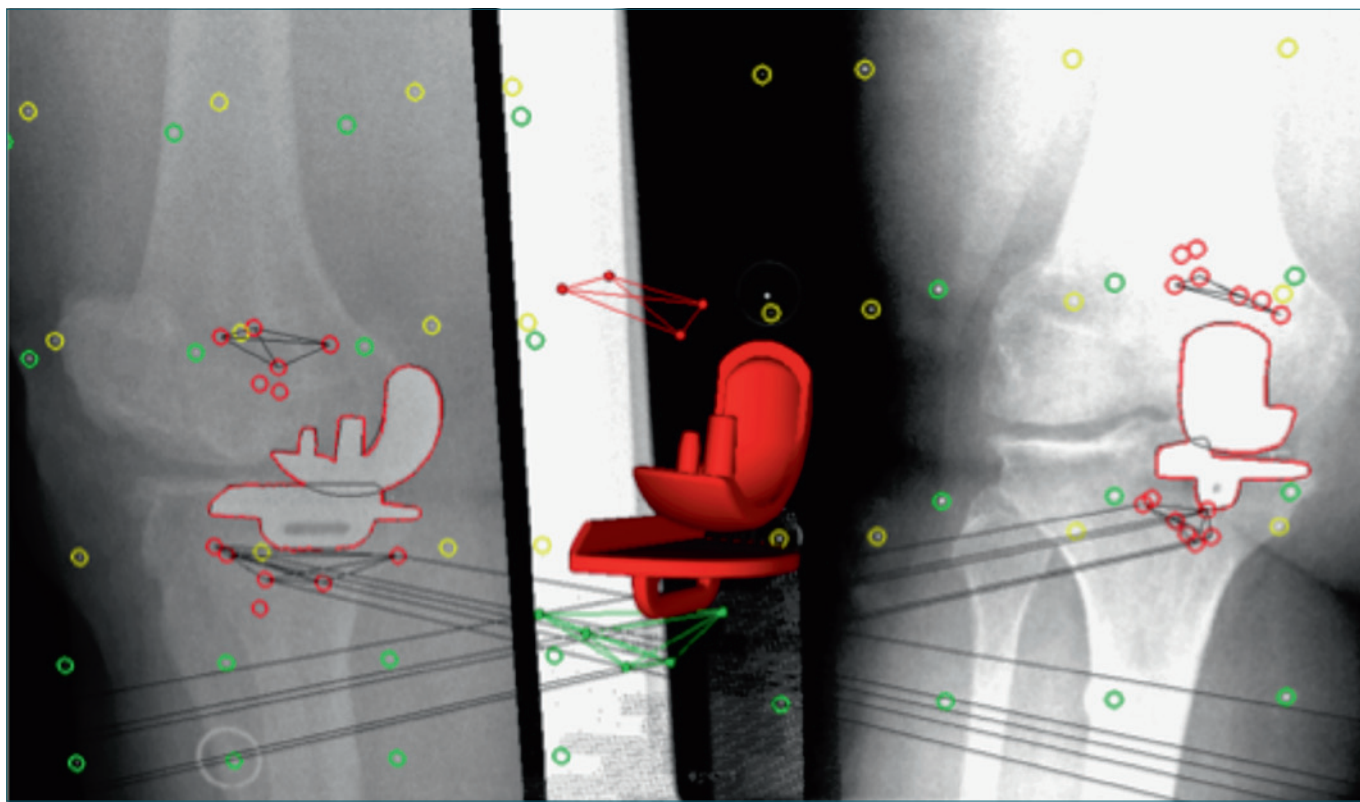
Analisi delle stereoradiografie mediante "model-based RSA".
